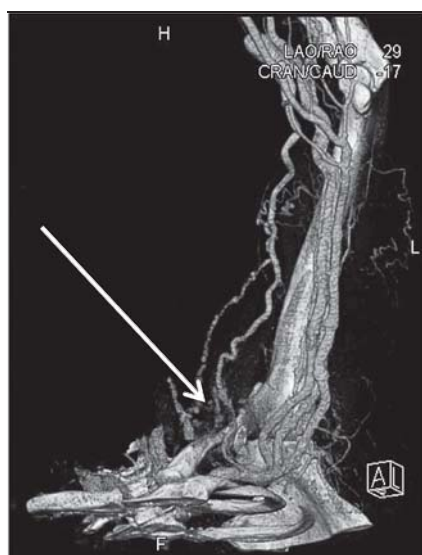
Angiografia CT-3D. Stenoza venoasă centrală.
